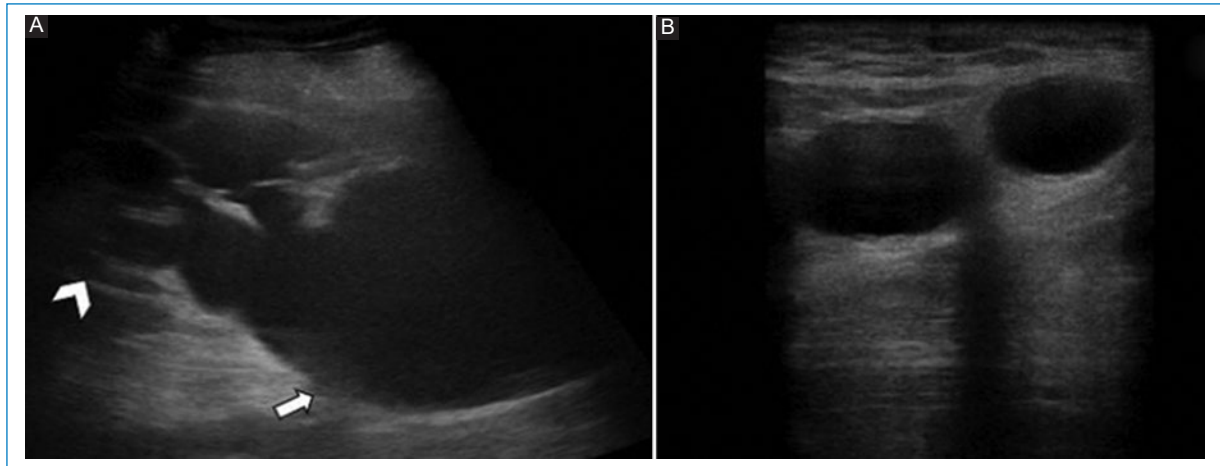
A: ecografía de riñón izquierdo, corte transversal, que evidencia una corteza disminuida (punta de flecha) y grave ectasia ureteropielocalicial (flecha). B: ecografía, corte transversal a nivel del canal inguinal, en la que se objetivan dos imágenes anecogénicas redondeadas que corresponden al uréter herniado.
